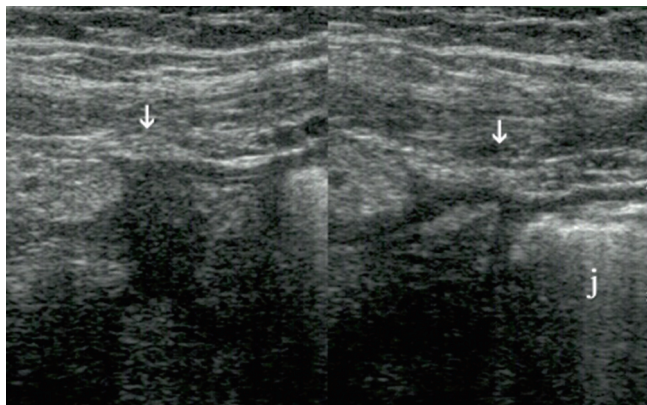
Sonogram dzielony. Stan po usunięciu wyrostka robaczkowego. Po stronie lewej ryciny strzałki wskazują lekko eho-geniczny zrost fiksujący wstępnicę do powłok wykazujących wyraźny zanik. Dla porównania prawidłowa budowa powłok podbrzusza lewego po stronie prawej ryciny
